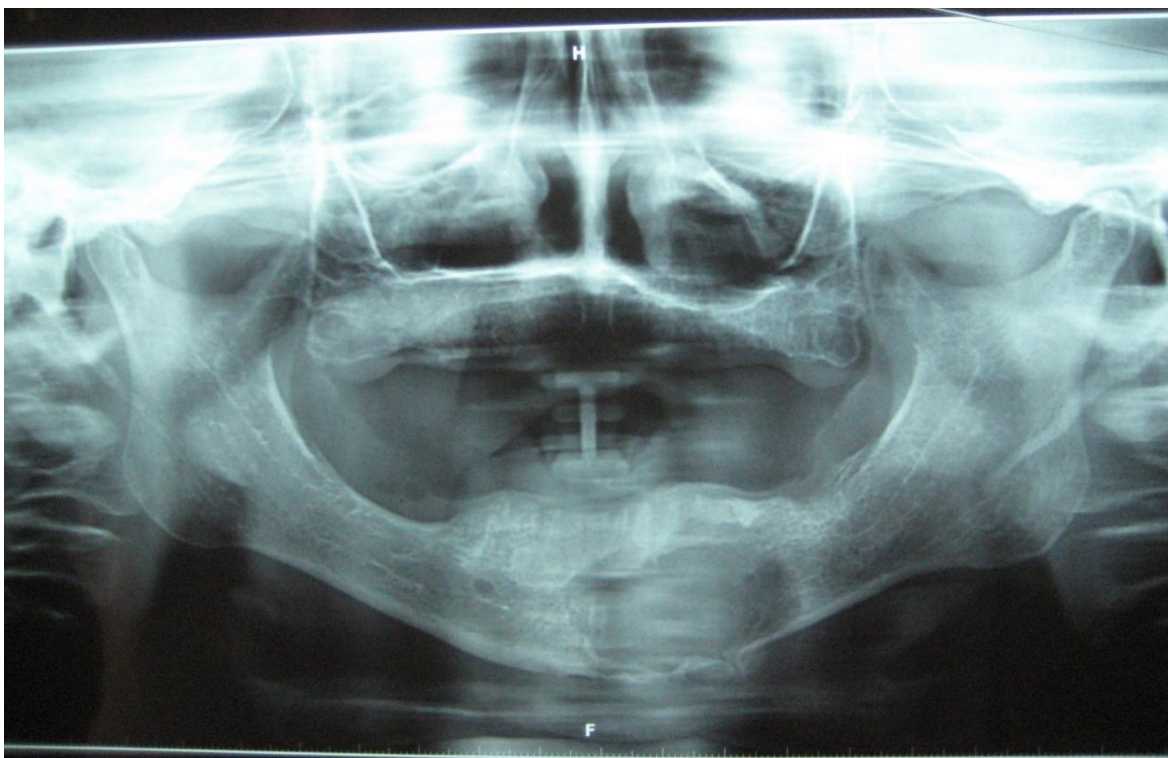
Orthopantomographie montrant une tumeur mandibulaire (chirurgie maxillo-faciale HMMI)
